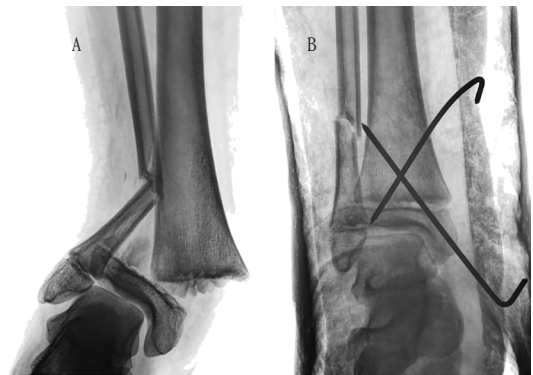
Radiografía anteroposterior de tobillo derecho de un niño de 12 años, donde se observa una fractura Salter y Harris tipo II de tibia distal, asociada a fractura de peroné (A). Se realiza reducción cerrada y estabilización con agujas de Kirschner lisas, transfisarias, evitando compresión (B).
